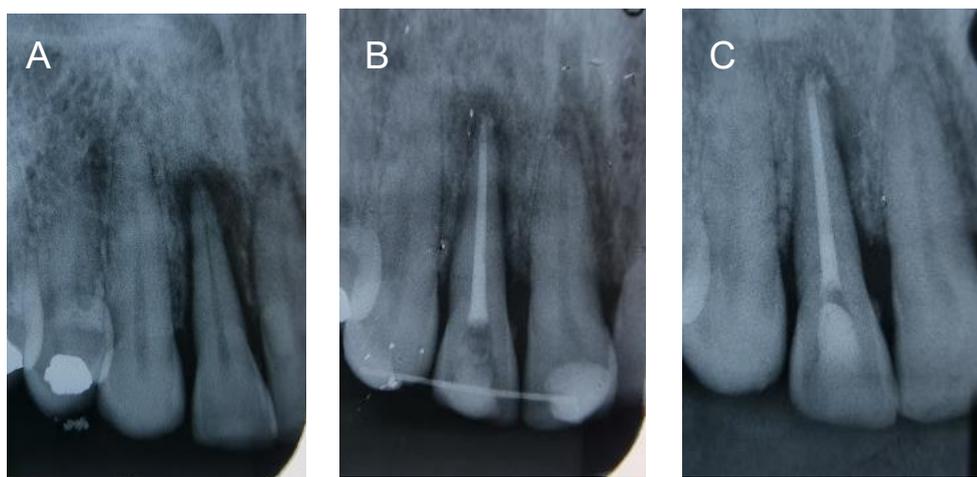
Radiografias de evolução do tratamento de luxação lateral com necrose pulpar com endodontia e auxílio da esplintagem.
